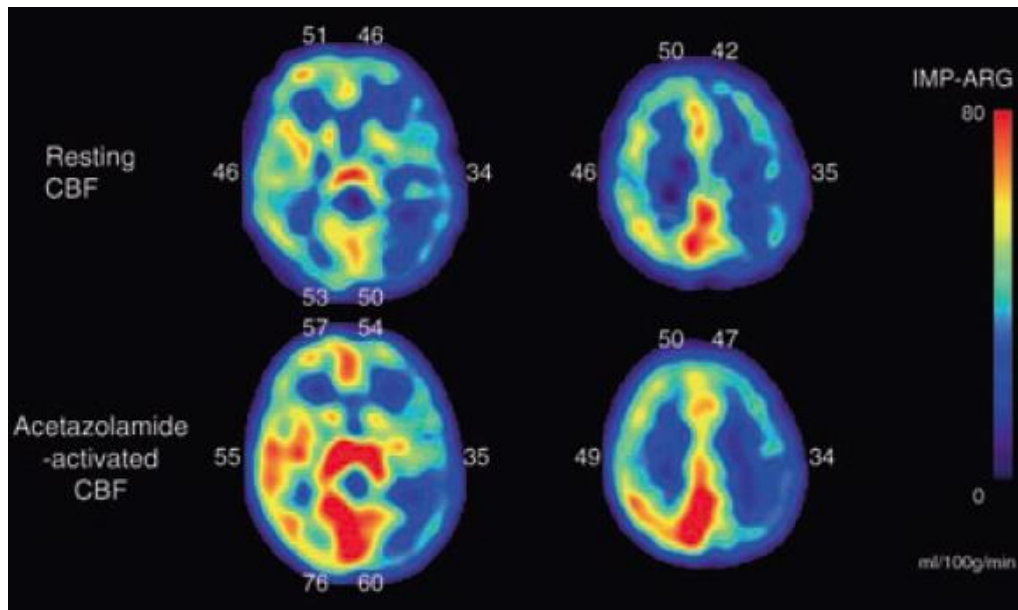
CBF-SPECT en un paciente pediátrico con EMM. *Arriba:* CBF en reposo. *Abajo:* CBF activado con acetazolamida. Con base en los criterios de la figura 17, se clasifica como isquemia cerebral hemodinámica estadio II en territorio de ACM izquierda. Tomado de B-K. Cho y T. Tominaga (eds.). Moyamoya Disease Update. Springer, 2010, pp. 177.
